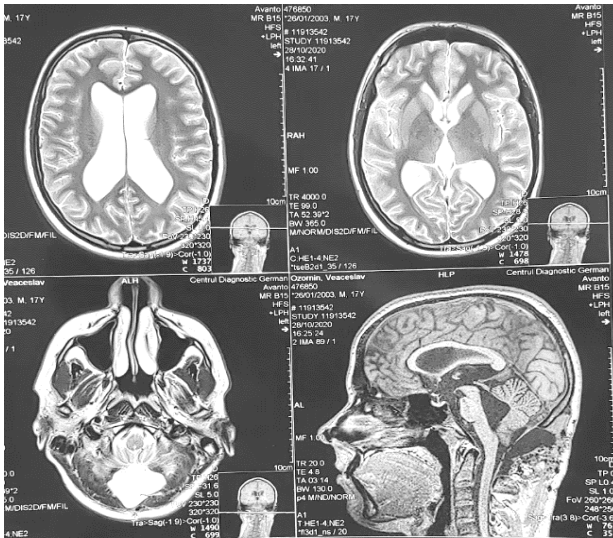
IRM cerebrală cu substanță de contrast, peste o lună postoperatoriu
